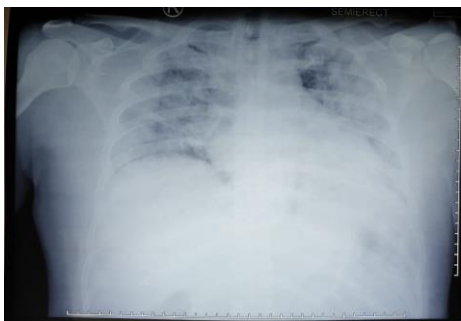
Rontgen hari pertama. Terdapat gambaran pneumonia pada kedua paru
